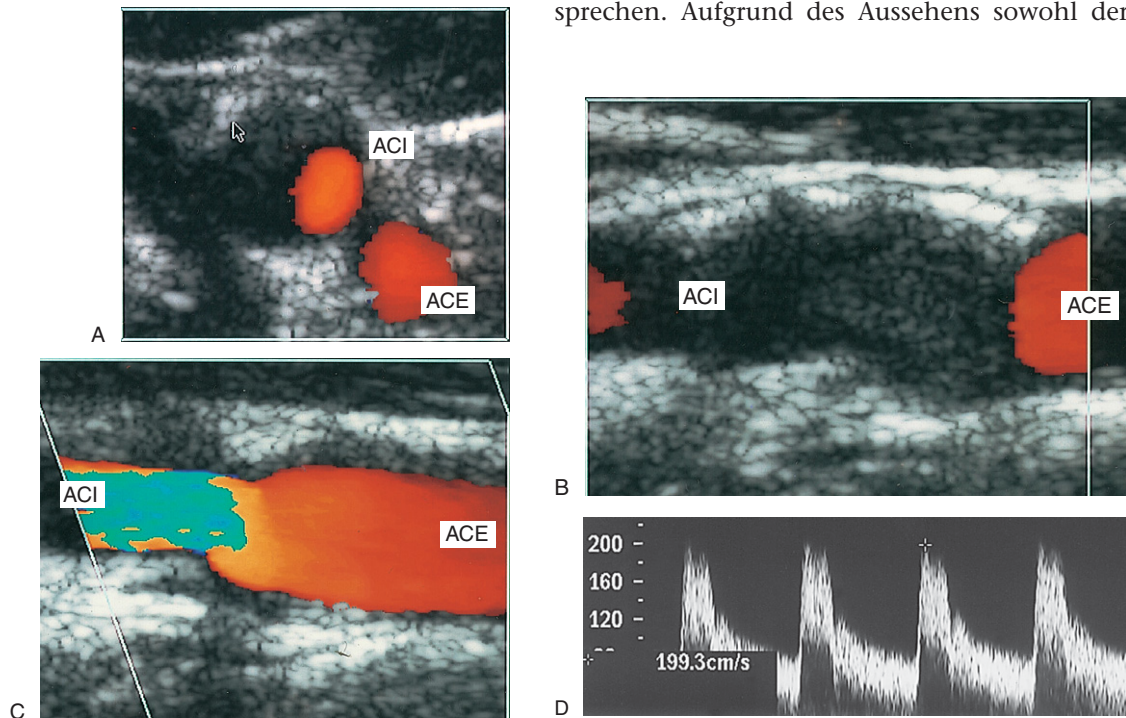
Zur Bewertung von Karotiserkrankungen eignet sich eine Kombination aus B-Bild-, Farbdoppler- und Spektraldopplerultraschall. A: Der Querschnitt einer erkrankten ACI mit einem kalzifizierten Atherom (Pfeil) lässt auf eine 50- bis 70%ige Durchmesserverringerng schließen. B: Längsschnitt des Gefäßes mit fehlendem Fluss in der proximalen ACI. C: Wird das Gefäß in einer anderen Ebene dargestellt, ist der Blutfluss darin sichtbar. Auch wenn das Gefäßlumen in dieser Schnittebene nur geringfügig stenotisiert wirkt, ist eine Strömungsbeschleunigung, die durch Aliasing nachweisbar ist, zu erkennen. D: Geschwindigkeitsmessungen per Spektraldoppler ergeben in der ACI eine PSV von 200 cm/s und eine EDV von 75 cm/s, was auf eine Durchmesserverringerng von 60–69% (NASCET) hindeutet.
